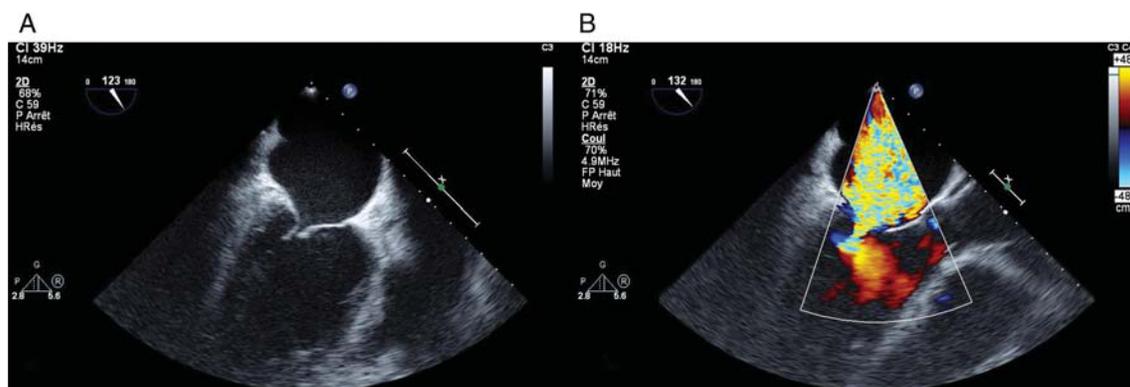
Échocardiographie transoesophagienne centrée sur la valve mitrale, montrant des valvules mitrales épaissies avec rétraction et par conséquent perte de coaptation en systole (A). Échocardiographie Doppler couleur (B). La personne échographiée a été exposée au benfluorex. La valve mitrale sépare l'oreillette du ventricule gauche. (Le Ven et al., 2011)
